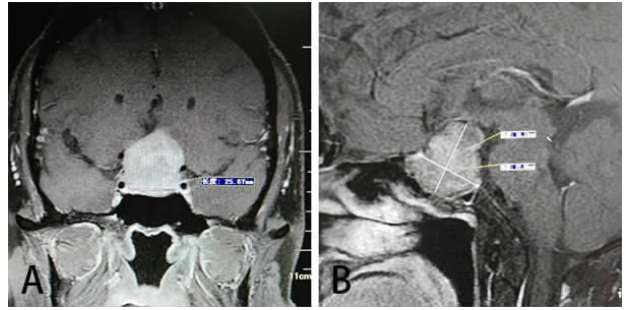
MRI 冠状位测量两侧颈内动脉内侧间的距离及 MRI 中线矢状位测量垂体窝径线的影像
